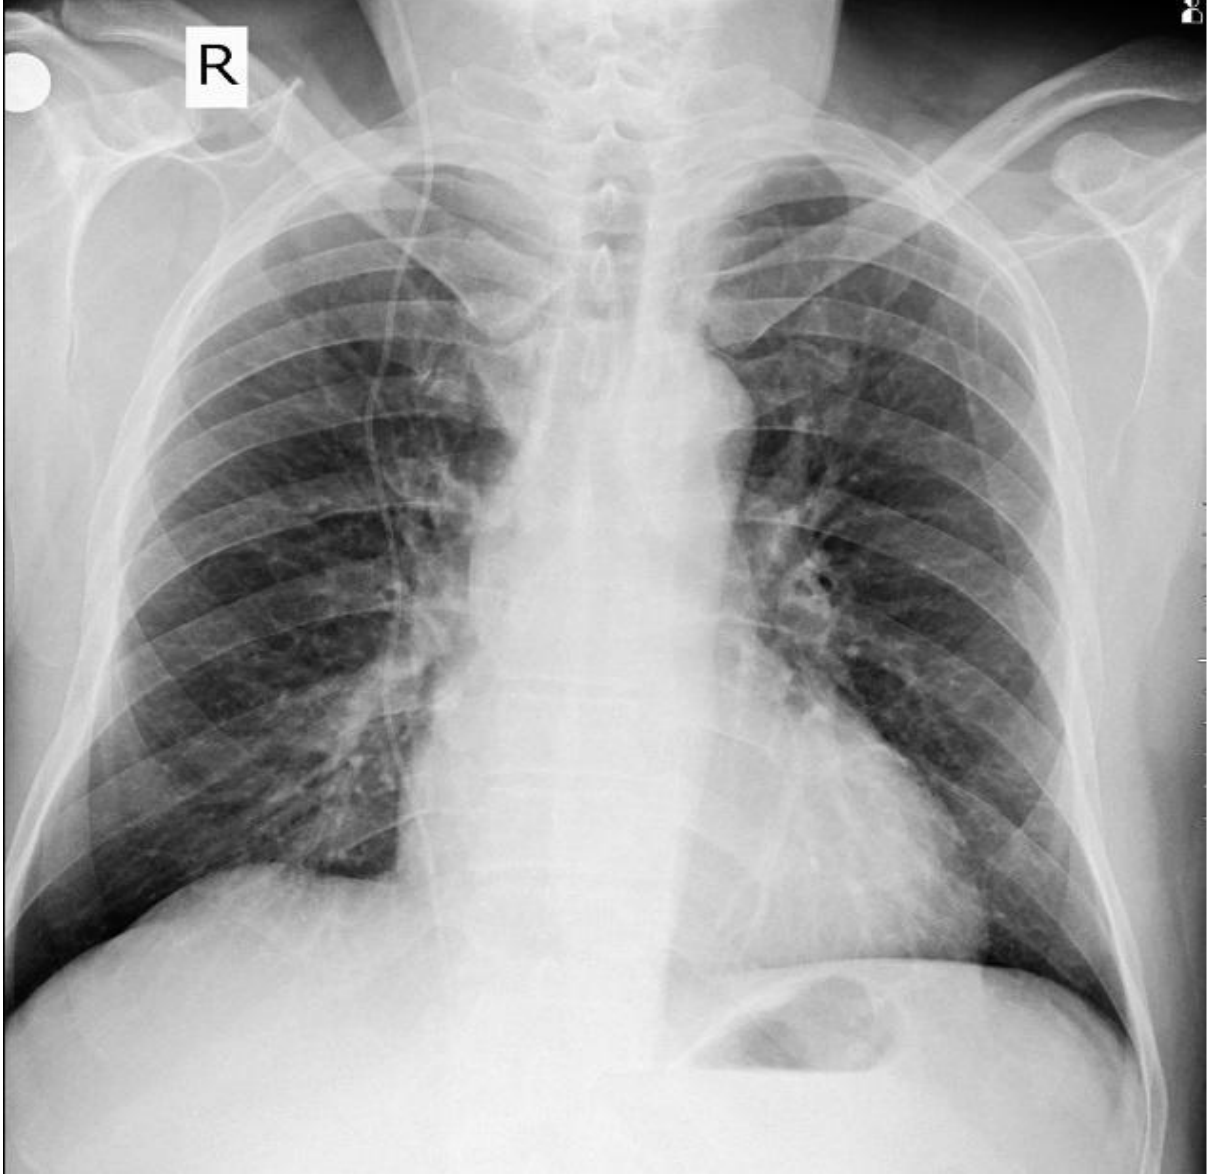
Chest X-ray post op 2. Day
